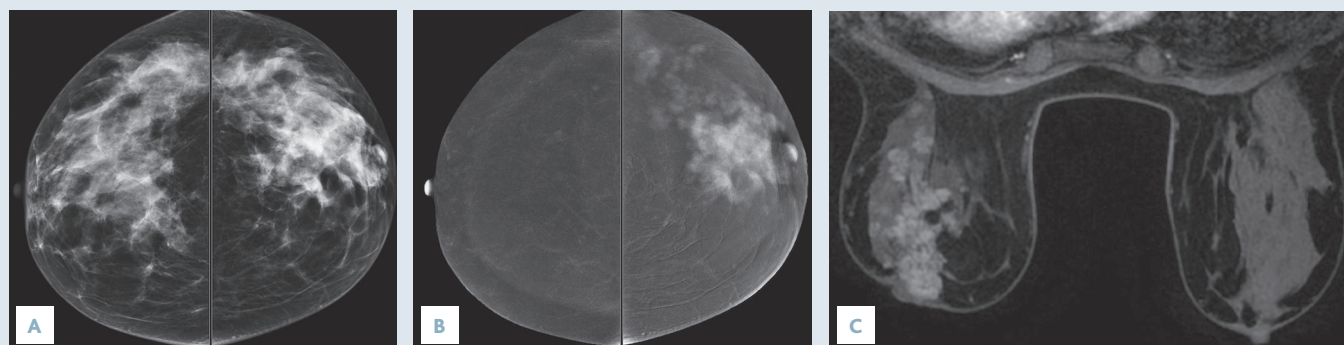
Mammographie de face (A), cliché d'angiomammographie de face (B) et IRM avec injection (C). Femme, âgée de 40 ans, bilan d'extension d'un cancer du sein gauche. Lésion multifocale visible sur l'angiomammographie et l'IRM. L'IRM n'apporte pas d'informations supplémentaires par rapport à l'angiomammographie. En revanche, la mammographie apparaît beaucoup moins performante, car les lésions additionnelles ne sont pas visibles.
